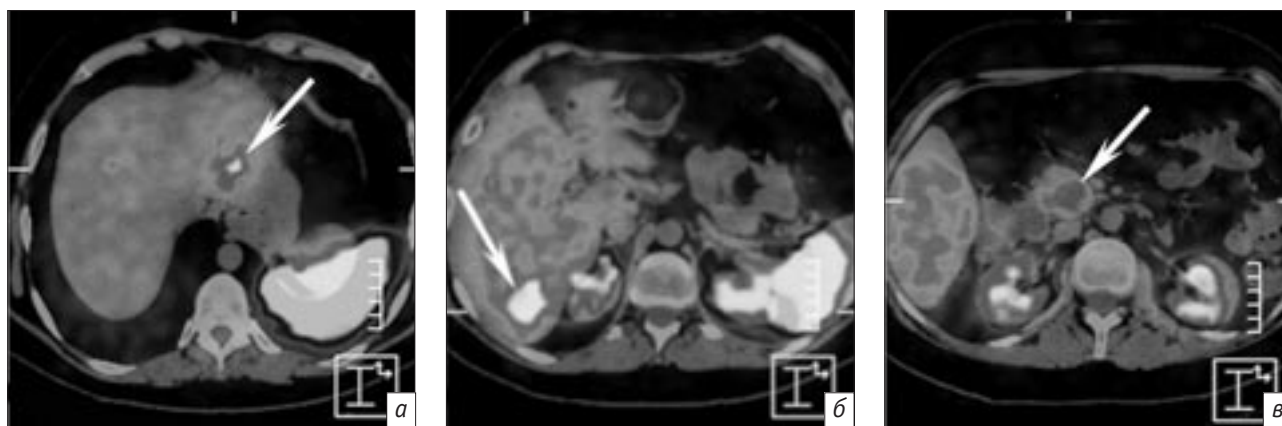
ОФЭКТ/КТ, аксиальная плоскость:
